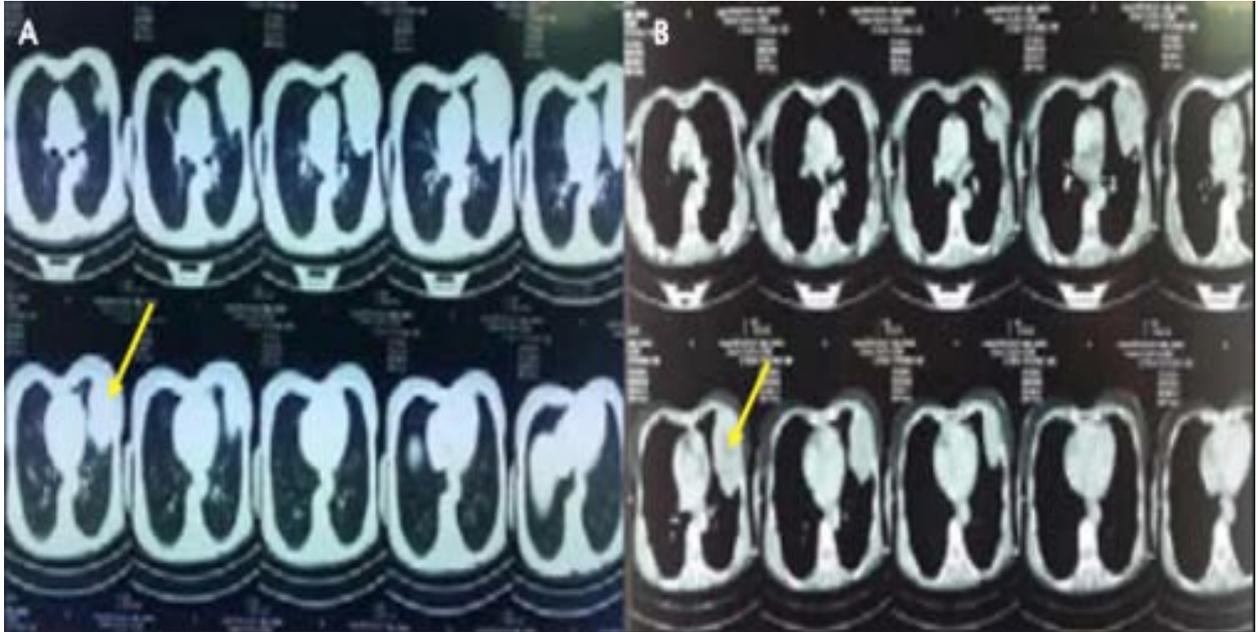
TDM thoracique (27/12/2016) A-Coupes parenchymateuses B-Coupes médiastinales
